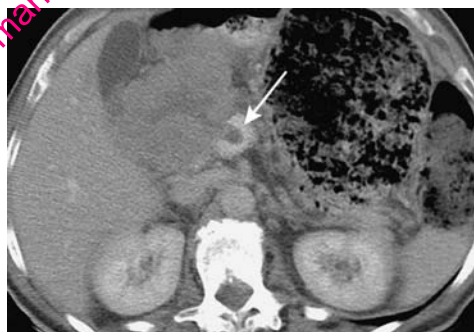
TDM à la phase veineuse de l'injection. Petite tumeur hypervasculaire localisée dans la tête du pancréas (flèche) correspondant à un insulinoïdome qui ne doit pas être confondu avec la veine mésentérique supérieure (tête de flèche).
